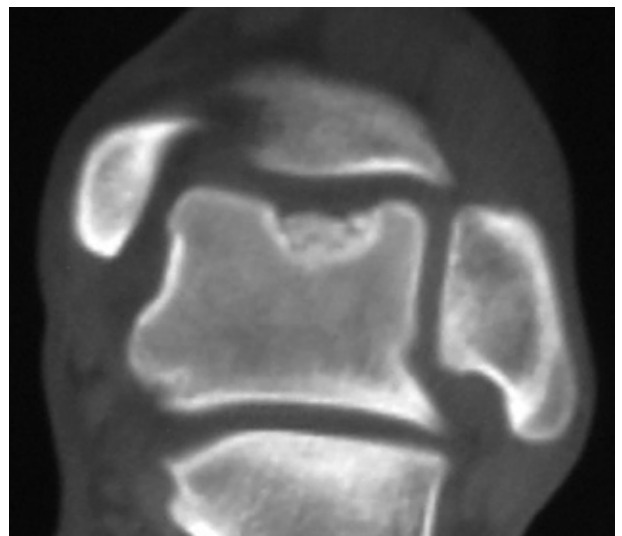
Corte coronal de tomografía computada pre-operatorio.
